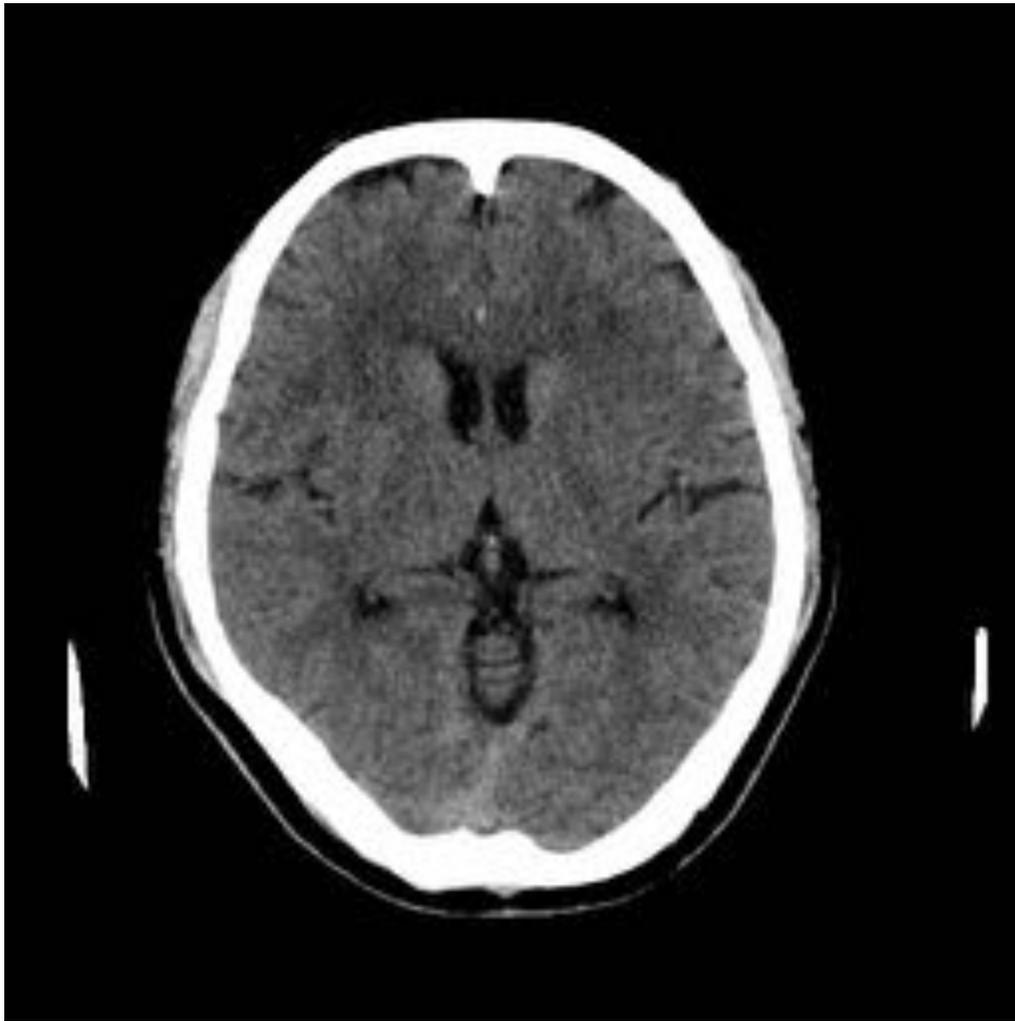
TC basal donde podemos visualizar una hiperdensidad focal junto a la cisura interhemisférica anterior, correspondiente a la arteria cerebral anterior.
